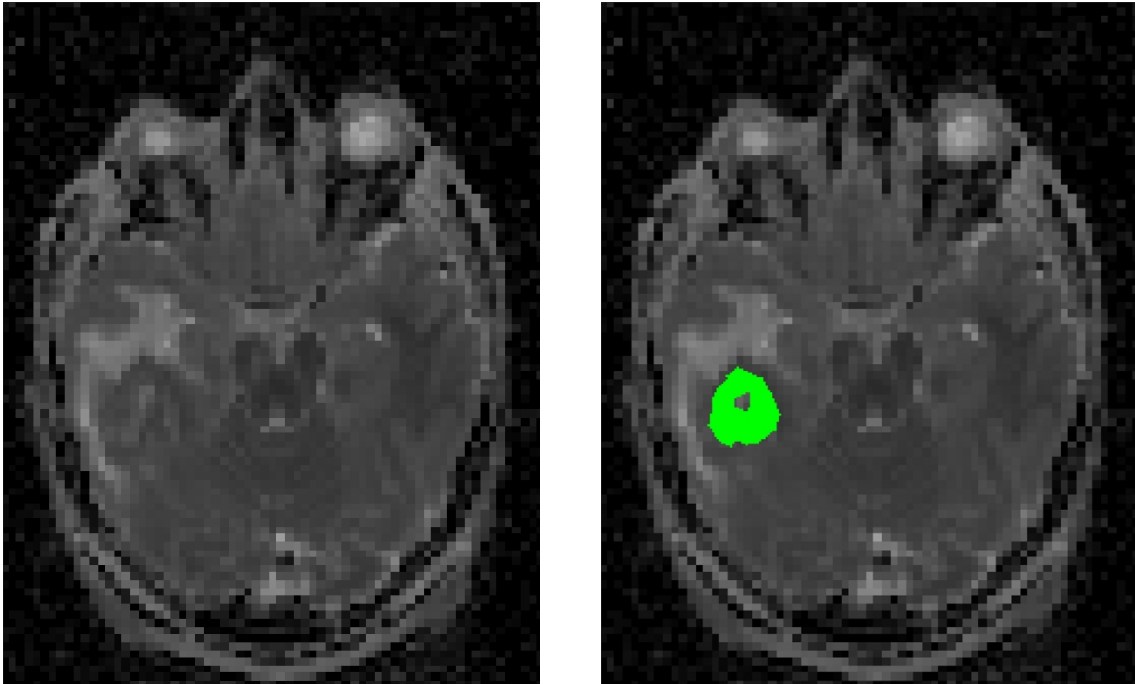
Diffusionsgewichtetes MRT-Bild, welches auf die Matrix der FLAIR-Bildgebung angepasst wurde, sowie diffusionsgewichtetes Bild mit übertragener Tumorregion.
